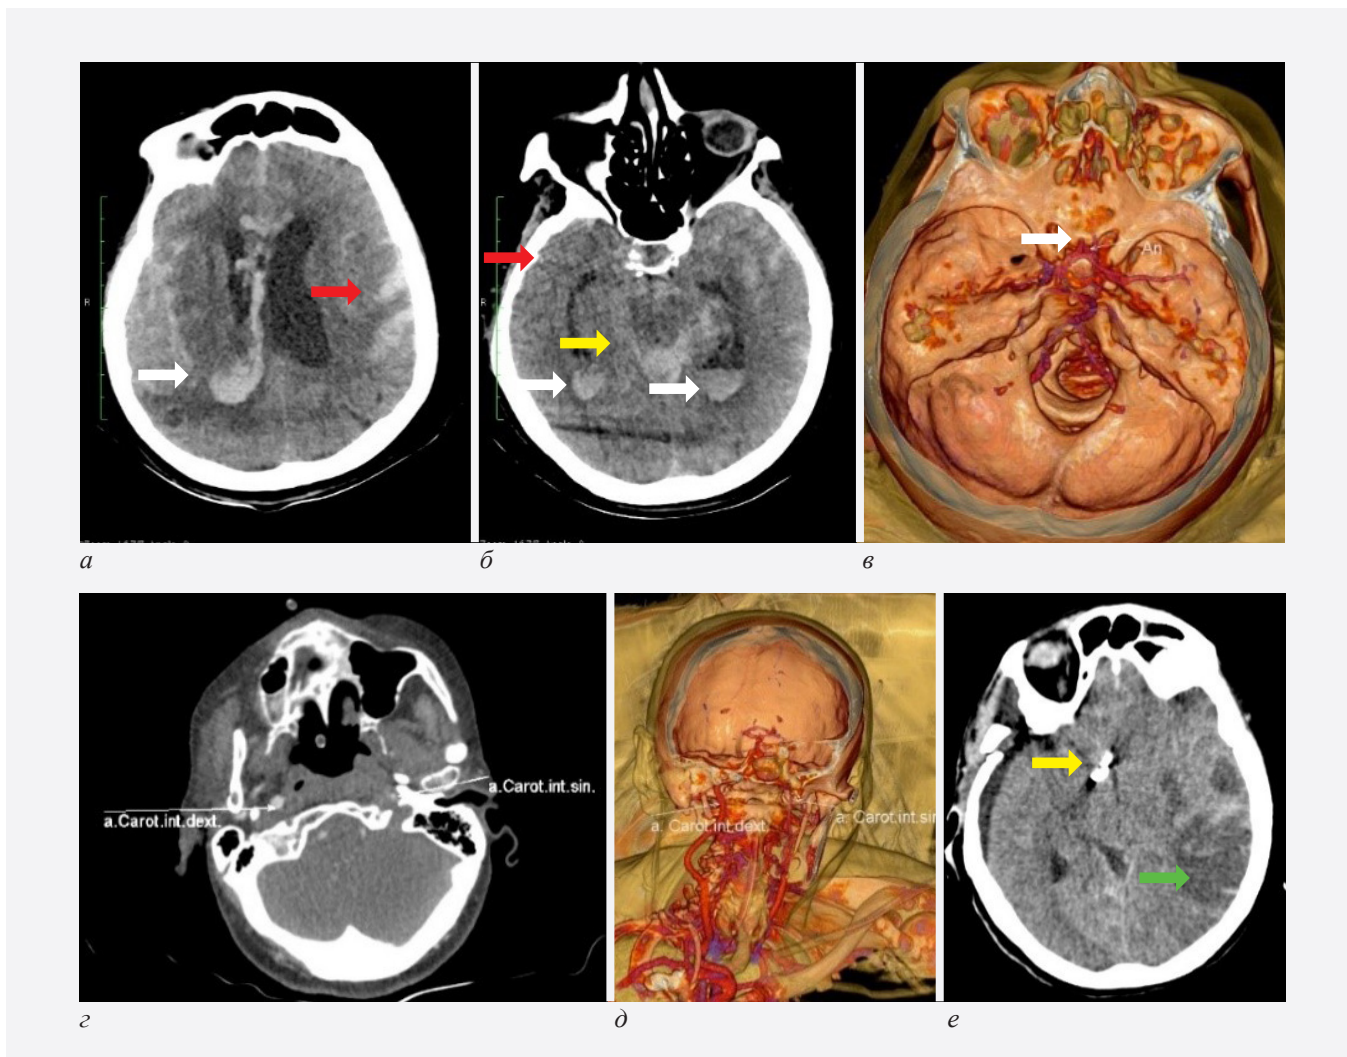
Пациент с нВЧК, 67 лет. а, б – нативная КТ. Имеется кровь в боковых желудочках мозга (белые стрелки), в цистернах (желтая стрелка), в бороздах обеих полушарий (красные стрелки). в, г, д – КТАГ БЦА выявила аневризму передней соединительной артерии (белая стрелка), окклюзию левой ВСА. е – послеоперационный КТ-контроль, нативное исследование, клипированная аневризма передней соединительной артерии (желтая стрелка), признаки ишемии вещества полушария в левом каротидном бассейне (зеленая стрелка)
